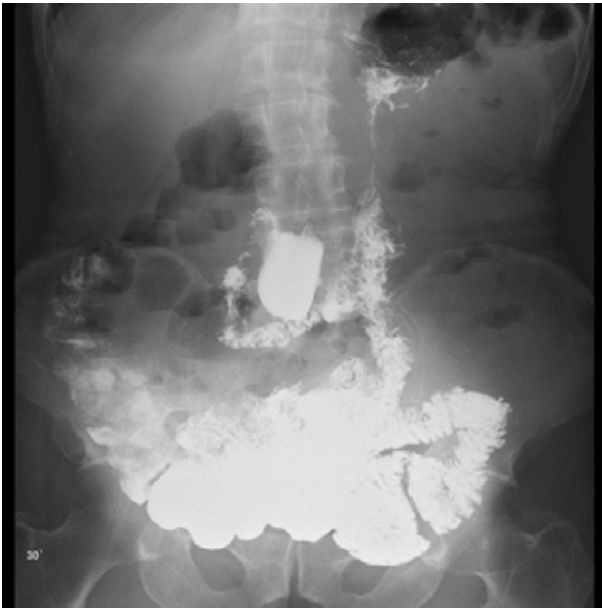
Рентгенологическое исследование тонкой кишки пациентки Б., 1949 г.р.
